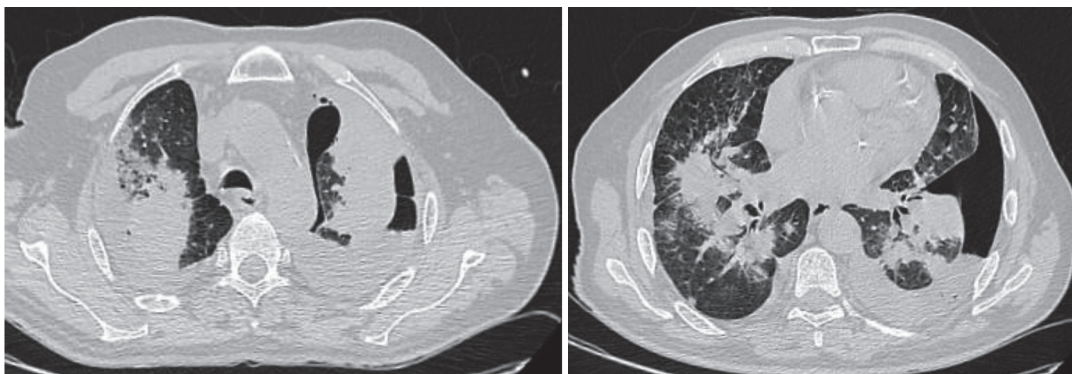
TC comparativa a los 21 días de tratamiento antibiótico. Persistencia de imágenes consolidativas en lóbulos superiores e hidroneumotórax izquierdo.
